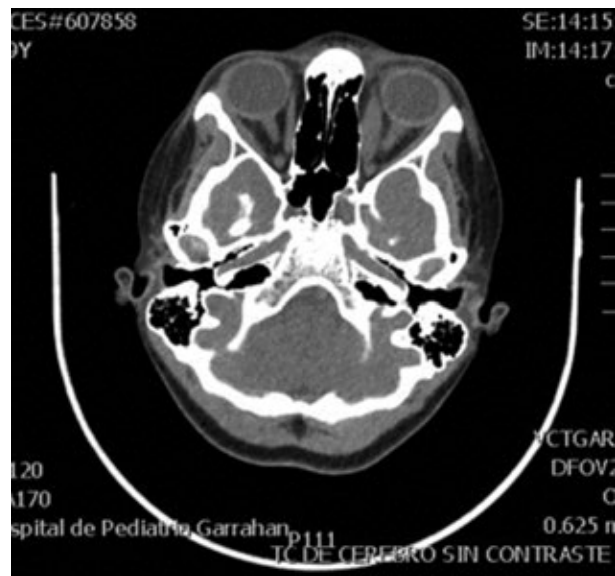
TAC de cerebro y órbita, sin y con contraste. Cortes transversal y sagital. Se visualiza engrosamiento del músculo recto interno del ojo izquierdo.
